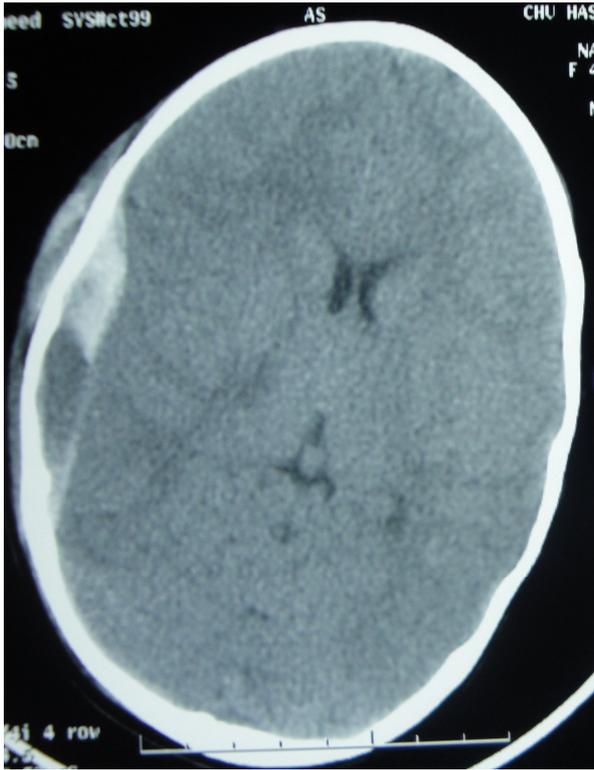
TDM de contrôle après évacuation d'un hématome sous durale aiguë gauche
